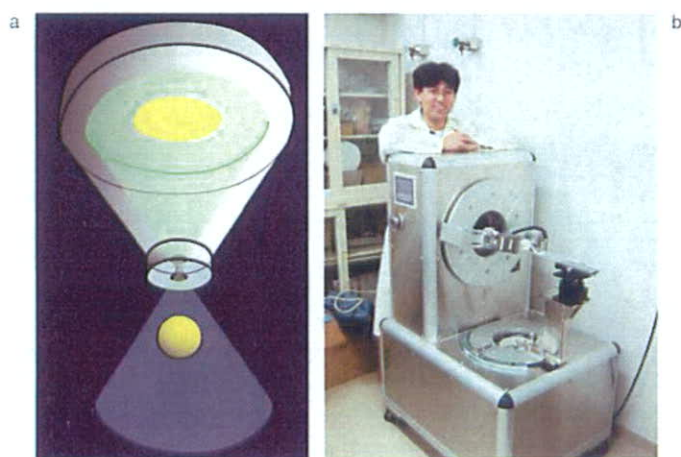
ピンホールコリメータを応用したマイクロSPECT
